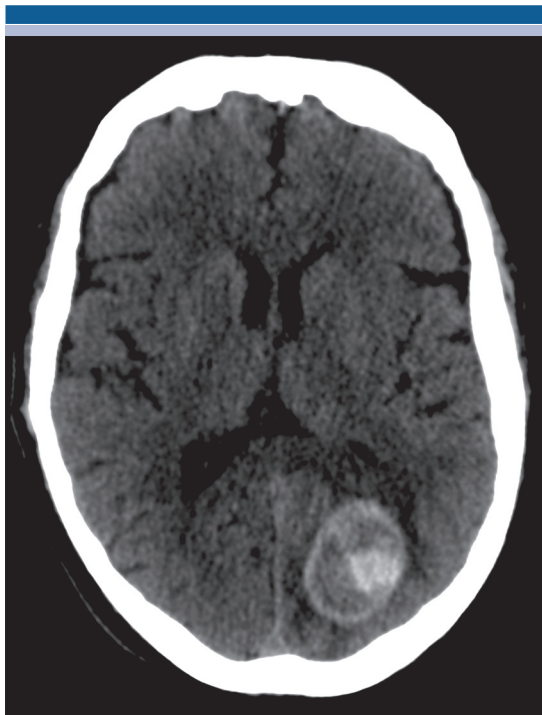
Tomografía computada de cráneo simple en corte axial: hemorragia intraparenquimatosa en el lóbulo occipital izquierdo con diferentes estados de sangrado, datos de resangrado.
